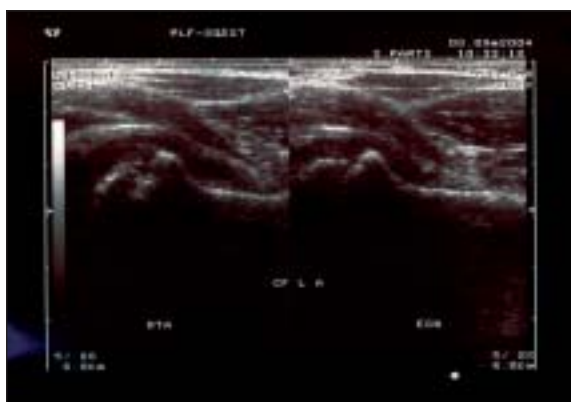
Ecografia das coxofemorais da mesma criança da figura 3; notar o aspecto irregular da epífise femoral direita e a convexidade superior da cápsula traduzindo a existência de derrame acompanhante.
